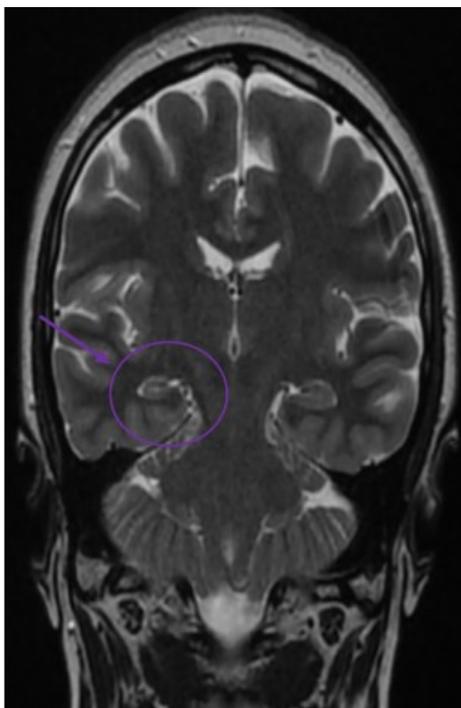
image d'une IRM cérébrale pré opératoire en coupe coronale en séquence T2 réalisée au CHU HASSAN II FES qui montre une sclérose hippocampique droite
